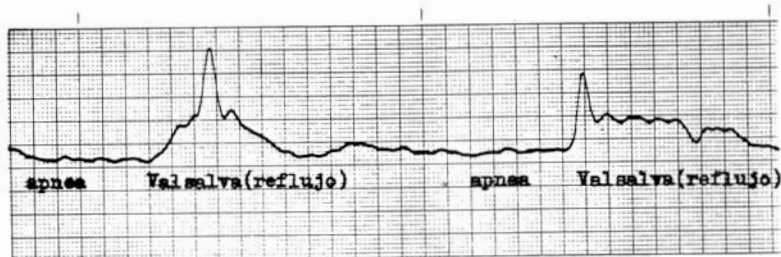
Estudio epidemiológico vascular. Exploración funcional Doppler.
